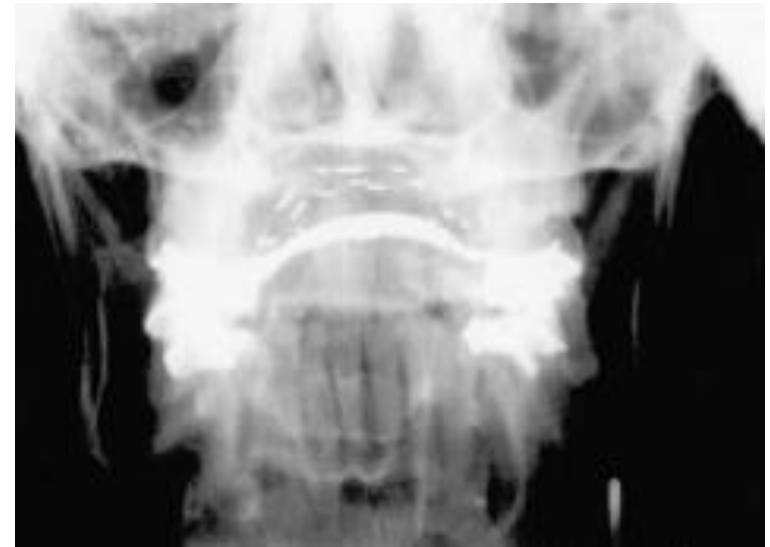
AP X-ray of applicator in situ.
